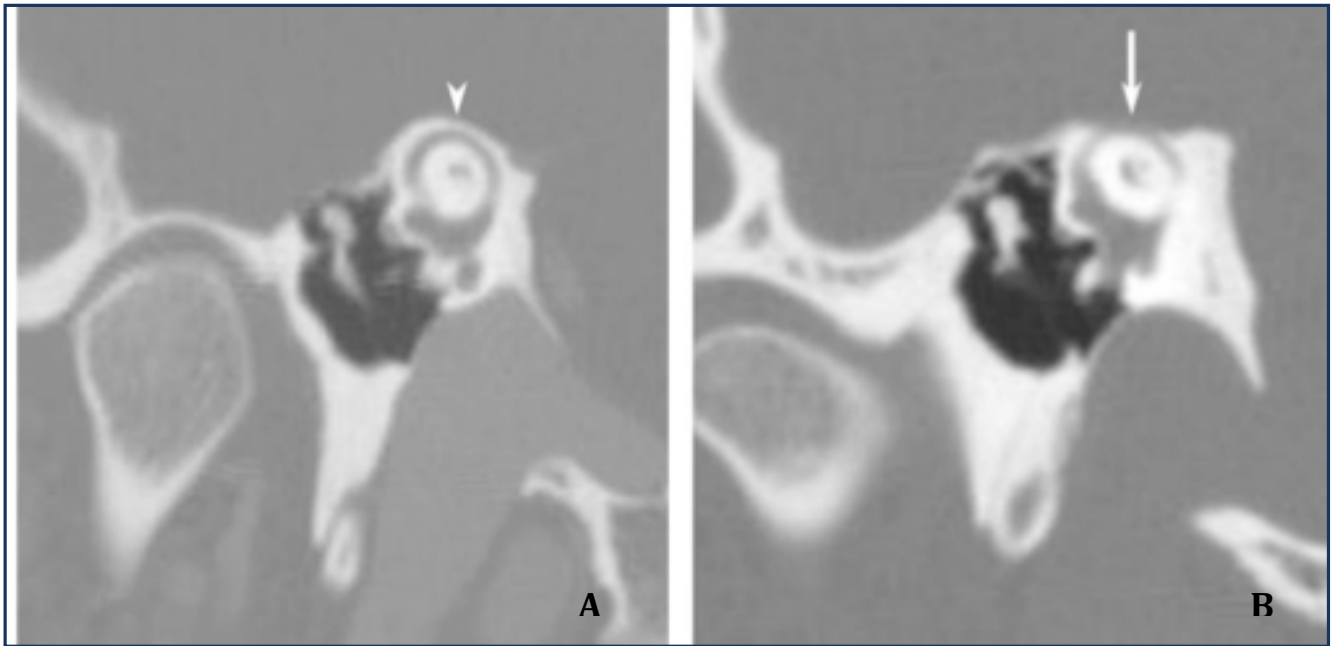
TC alta resolução de secção fina, plano de Pöschl.
